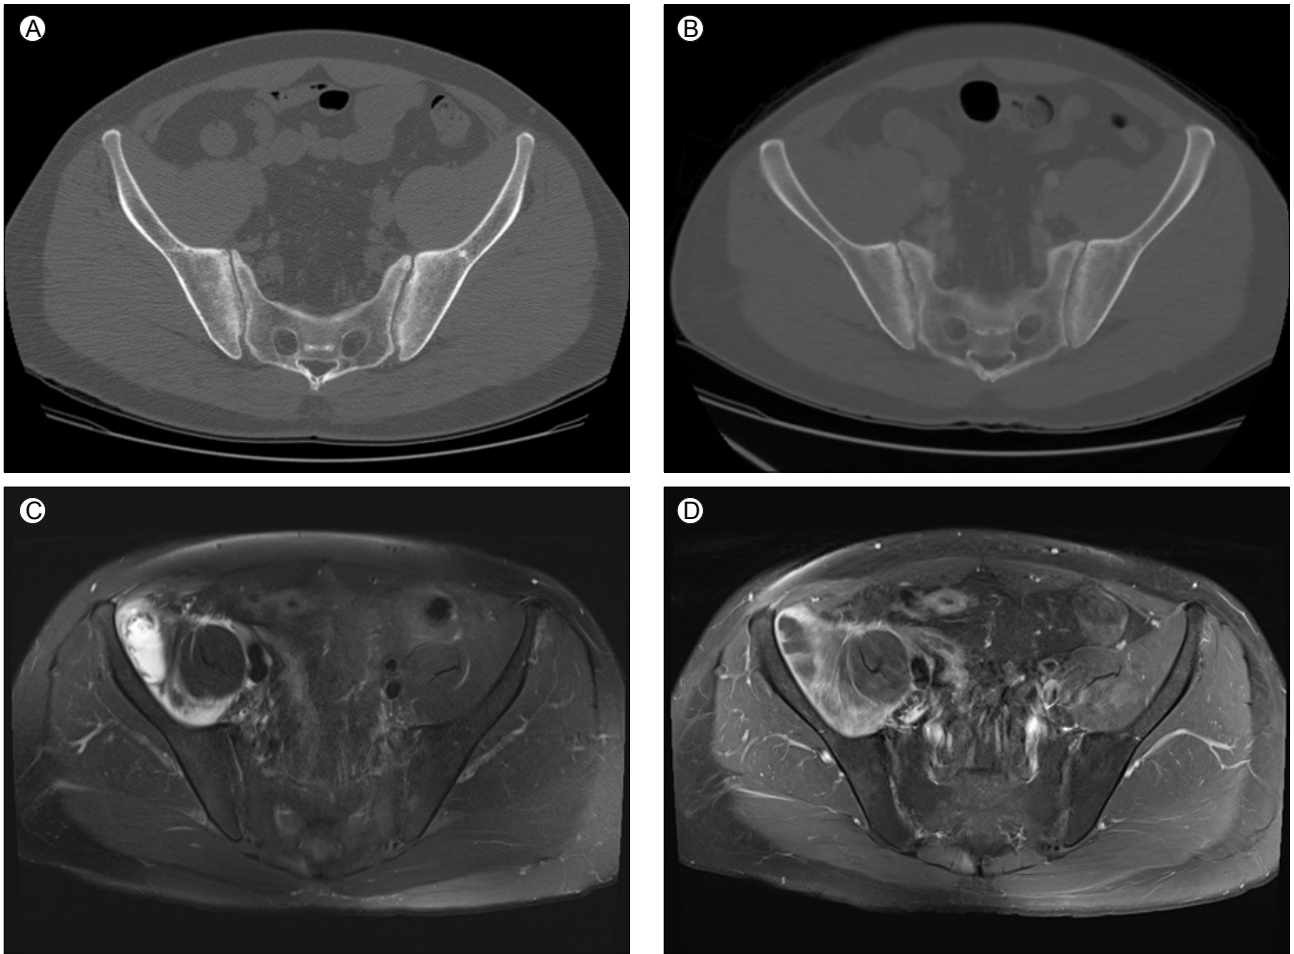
Pelvis computed tomography scan showing no interval change in grade 3 bilateral sacroiliitis between (A) the axial image taken before the administration of adalimumab, and (B) the axial image taken two years later. Magnetic resonance images show bilateral sacroiliitis without abnormal contrast enhancement. (C) Axial fat-suppressed T2 image and (D) axial contrast-enhanced T1-weighted image.
